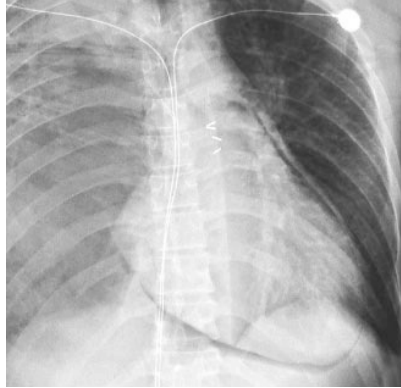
Radiografía de tórax que muestra neumopericardio.
